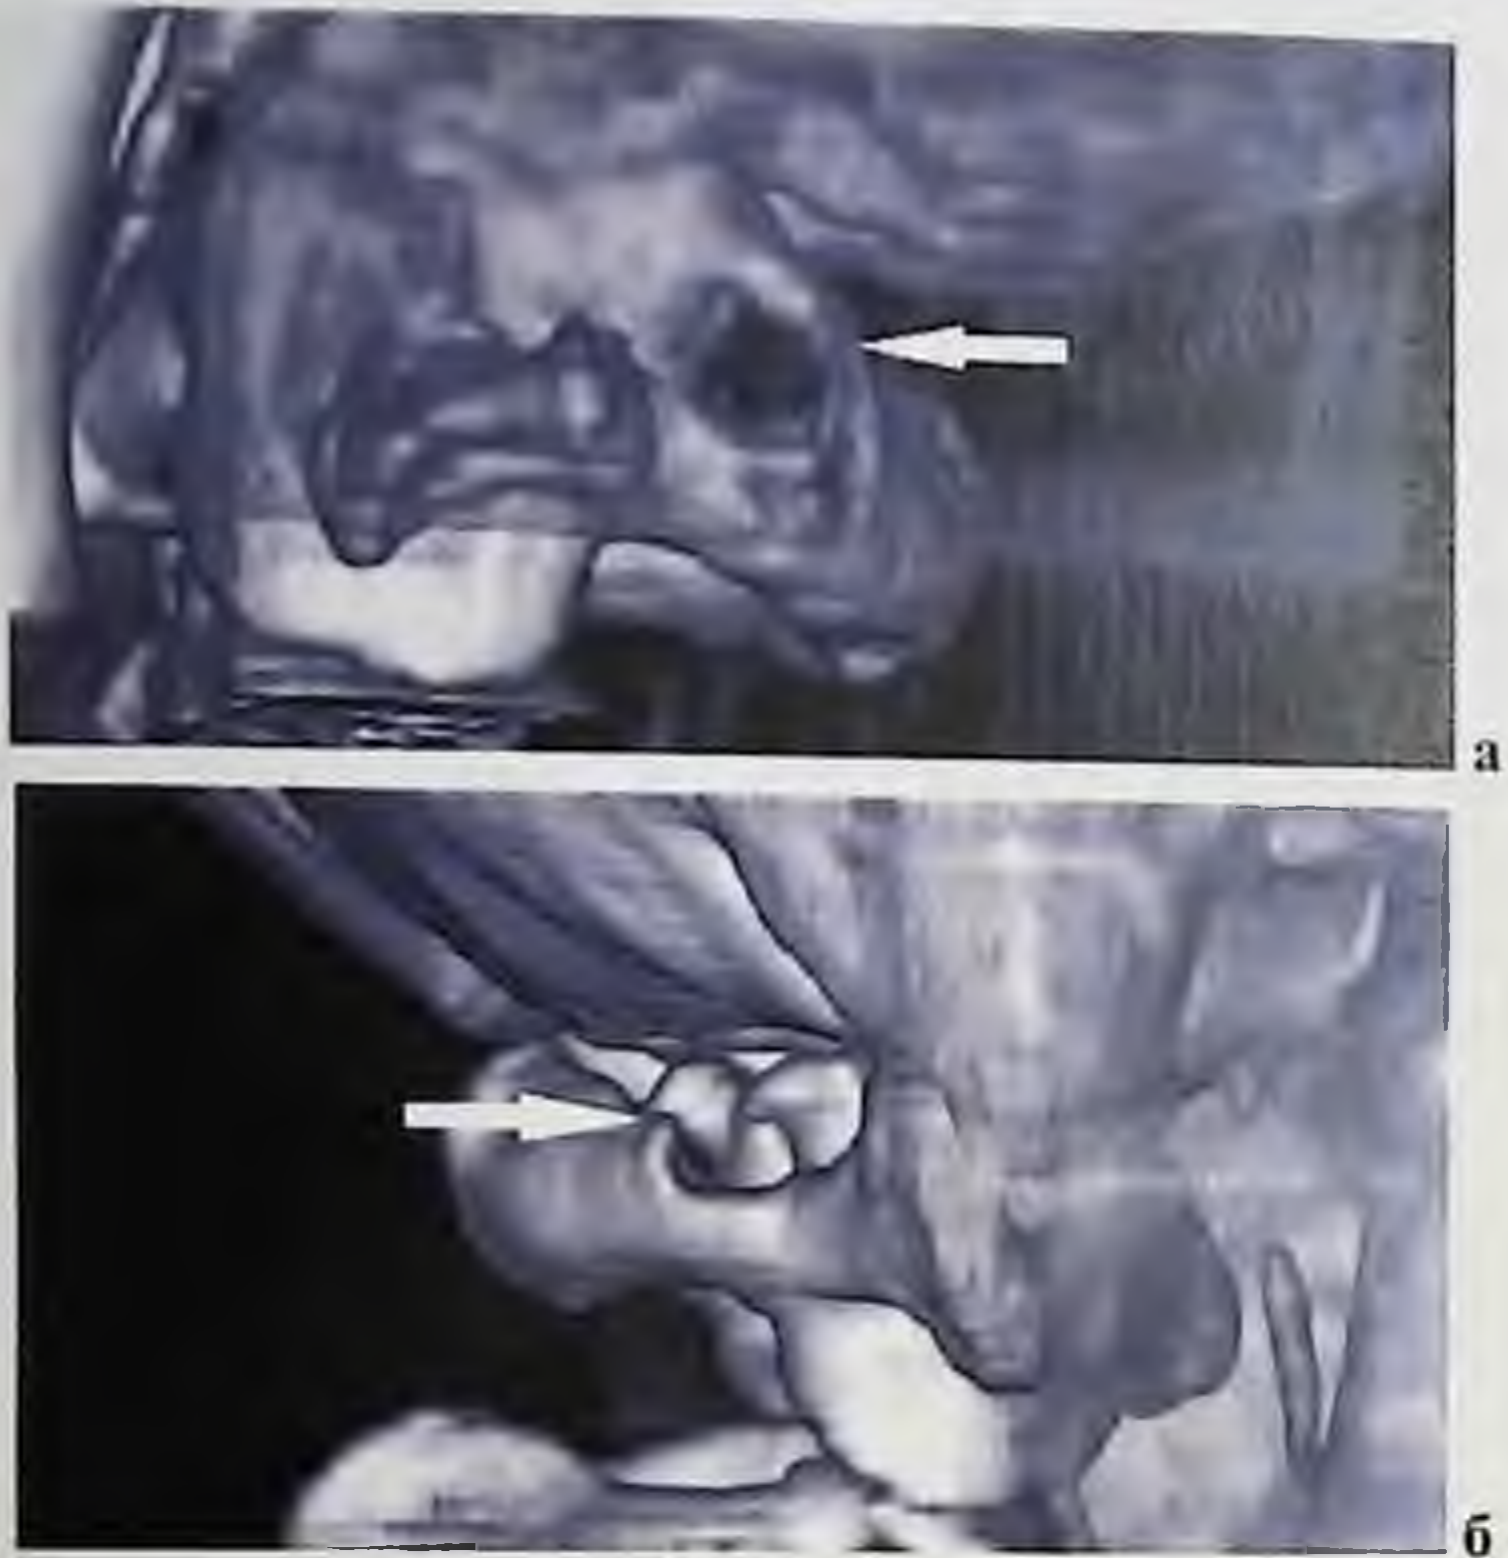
Компьютерная томография с 3D-реконструкцией. Краниовертебральное сочленение: а) заднее полное кольцо Киммерле слева (указано стрелкой), б) неполное кольцо справа (указано стрелкой).
